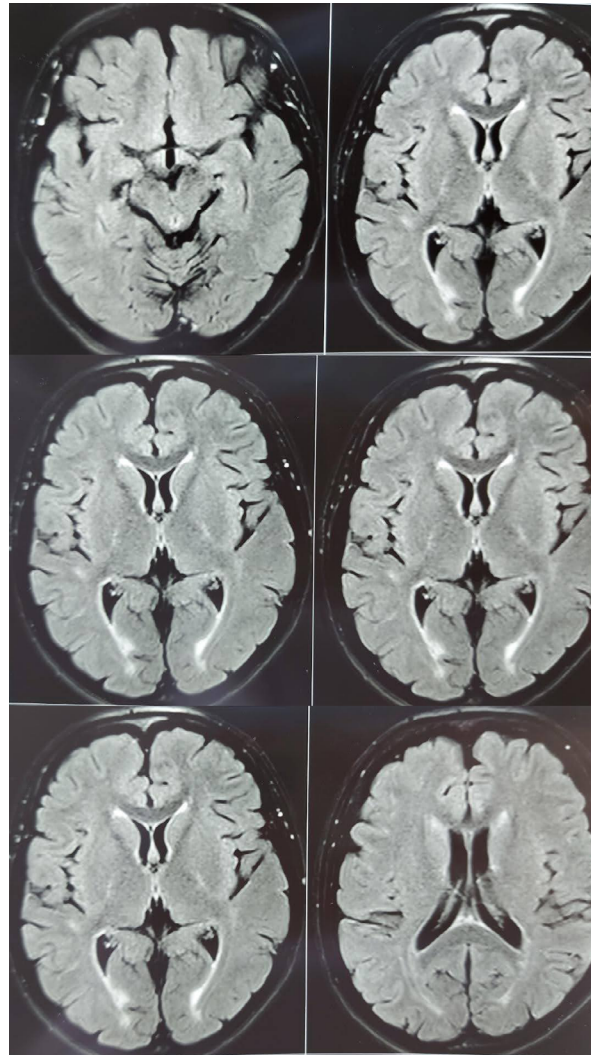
Ressonância Magnética em T2 FLAIR em corte axial da paciente com Xantomatose Cerebrotendínea mostrando atrofia cerebral e cerebelar e focos de hipersinal sem captação de contraste no centro semi oval, coroa radiata, substância branca periventricular e periaquedutal, cápsula externa, mesencéfalo e parênquima cerebelar, incluindo o núcleo denteado.
